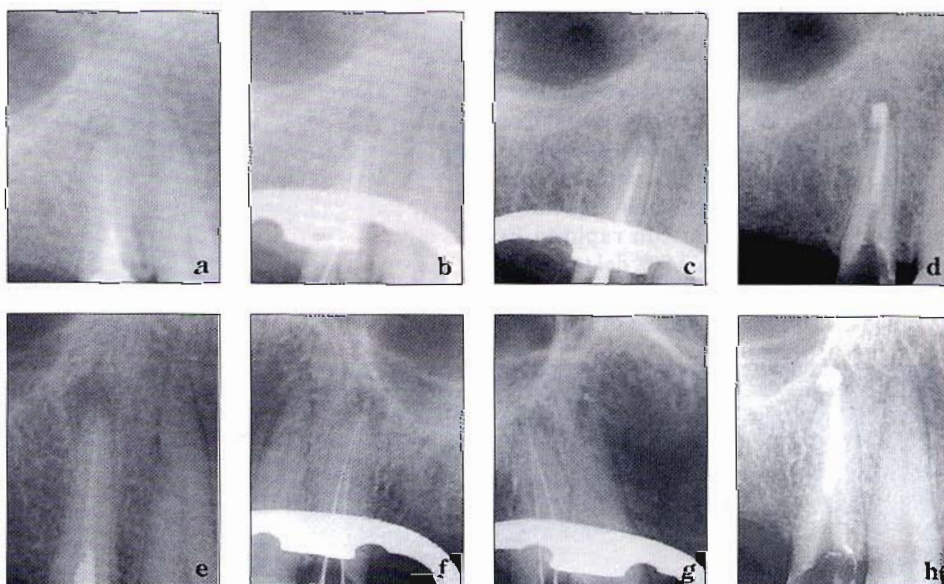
Test in vivo. Videoradiografie (Visualix-Castellini) e radiografie #2 nel corso di una terapia endodontica. Tempi di esposizione utilizzati: 0.22 s per le prime due video-rx (a, b) e per le Kodak E-speed (g, h); 0.26 s per le ultime due video-rx (c, d); 0.40 s per le Kodak U-speed (e, f).
